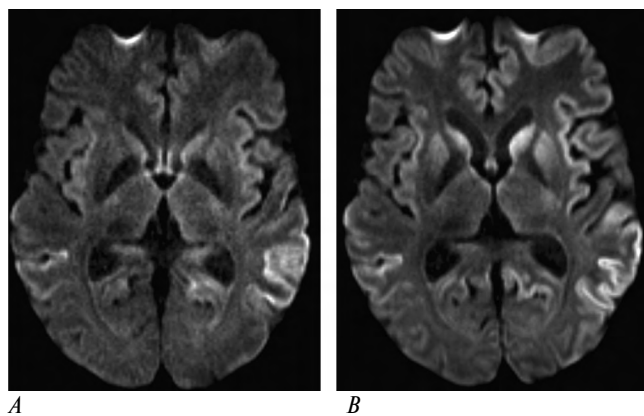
МРТ головного мозга (режим ДВИ) пациентки с БКЯ при наличии КБС через 10 (А) и 12 мес (В) после дебюта заболевания.
